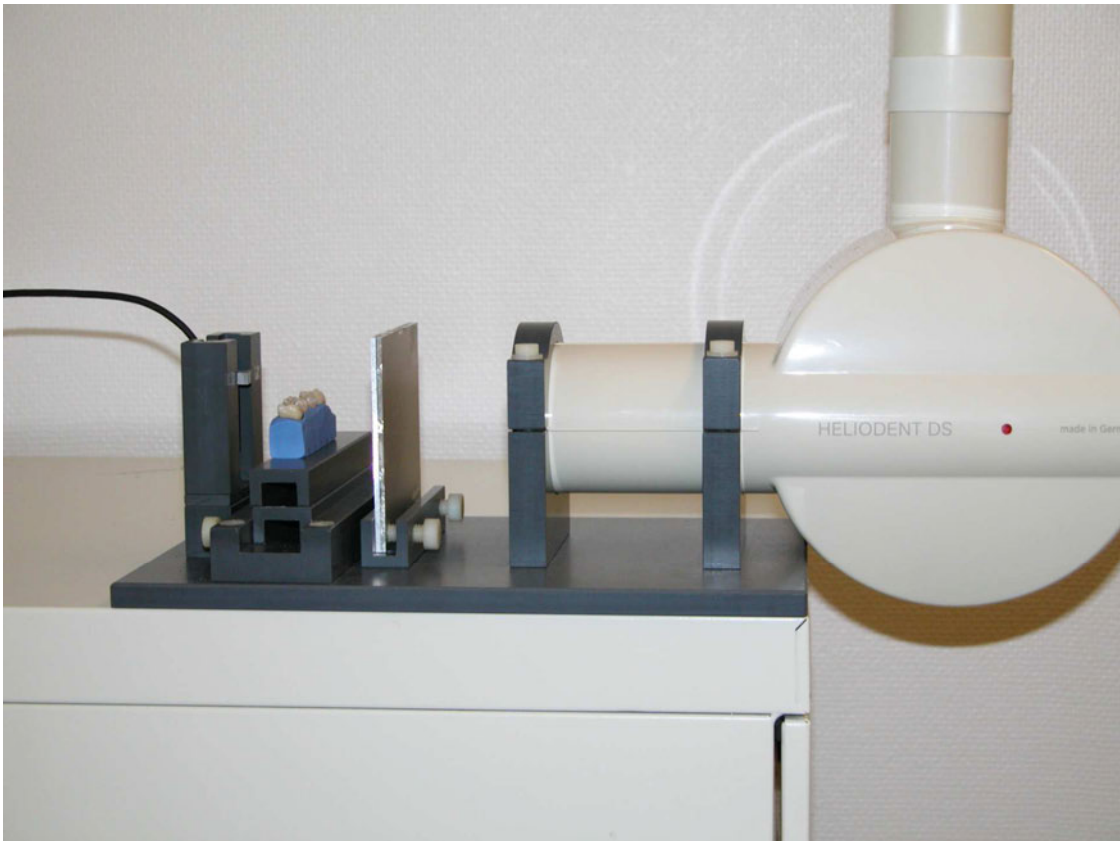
Röntgenapparatur mit digitalem Röntgensensor, Zahnreihe, Weichteiläquivalent und Röntgenröhre
